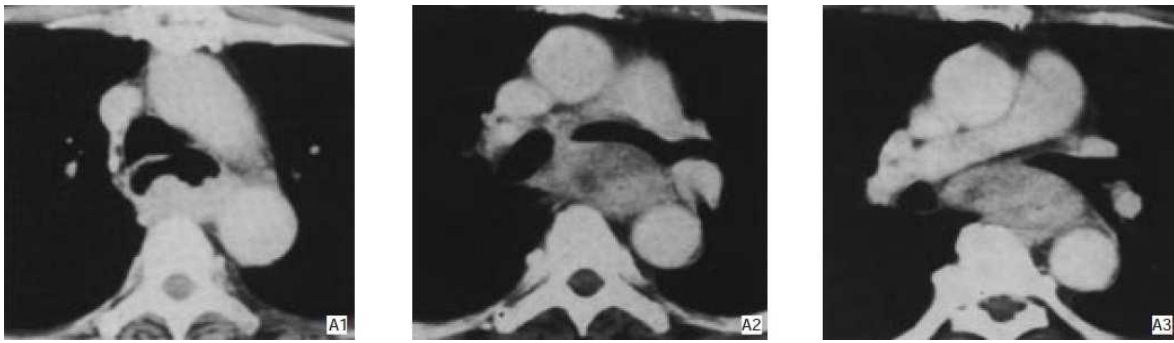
TDM thoracique montrant une énorme tumeur du tiers moyen de l'œsophage venant au contact avec la trachée et l'aorte thoracique [84].
